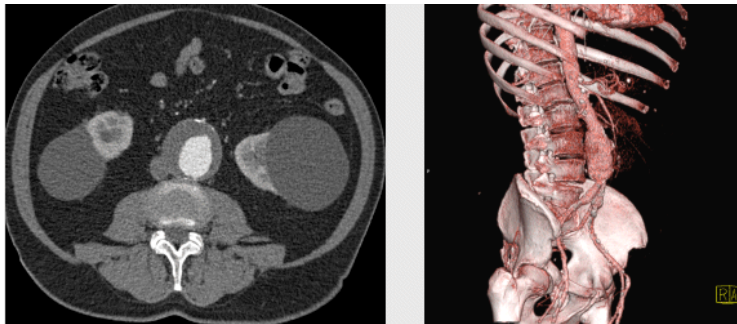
TAC Aneurisma de Aorta Abdominal.
